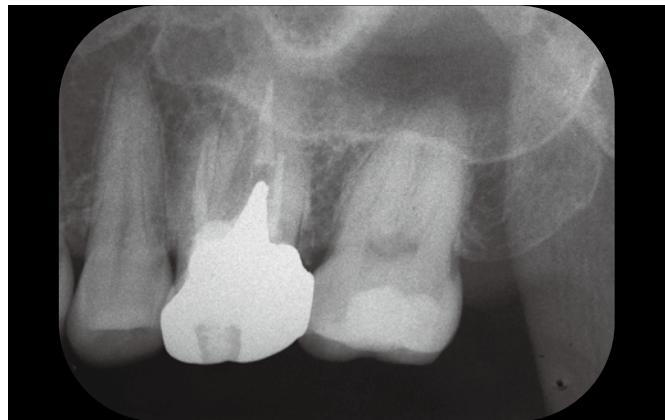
6 のクラウン脱離前のデンタルX線所見。|6 はクラウン下カリエスのため、もともと治療予定だった。
